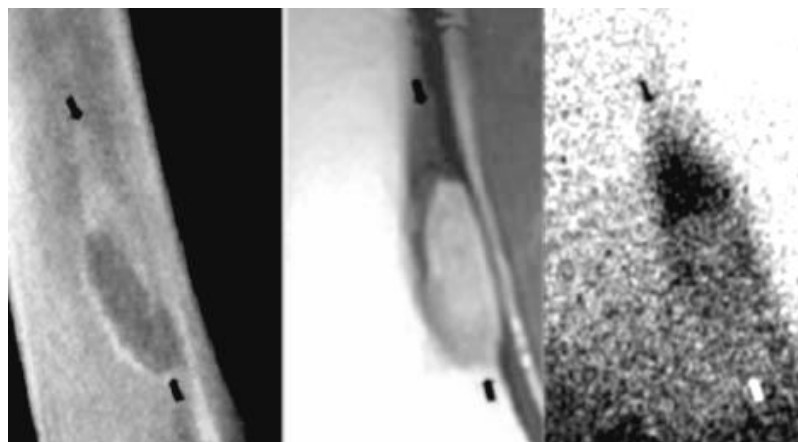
ОПМММ. Фрагмент рентгенограми стегна в атиповій проекції, МРТ T133 у фронтальній площині й ОСГ. Осередок перебудови в місці прикріплення короткої голівки двоголового м'яза (за Bank Y.-W.)
